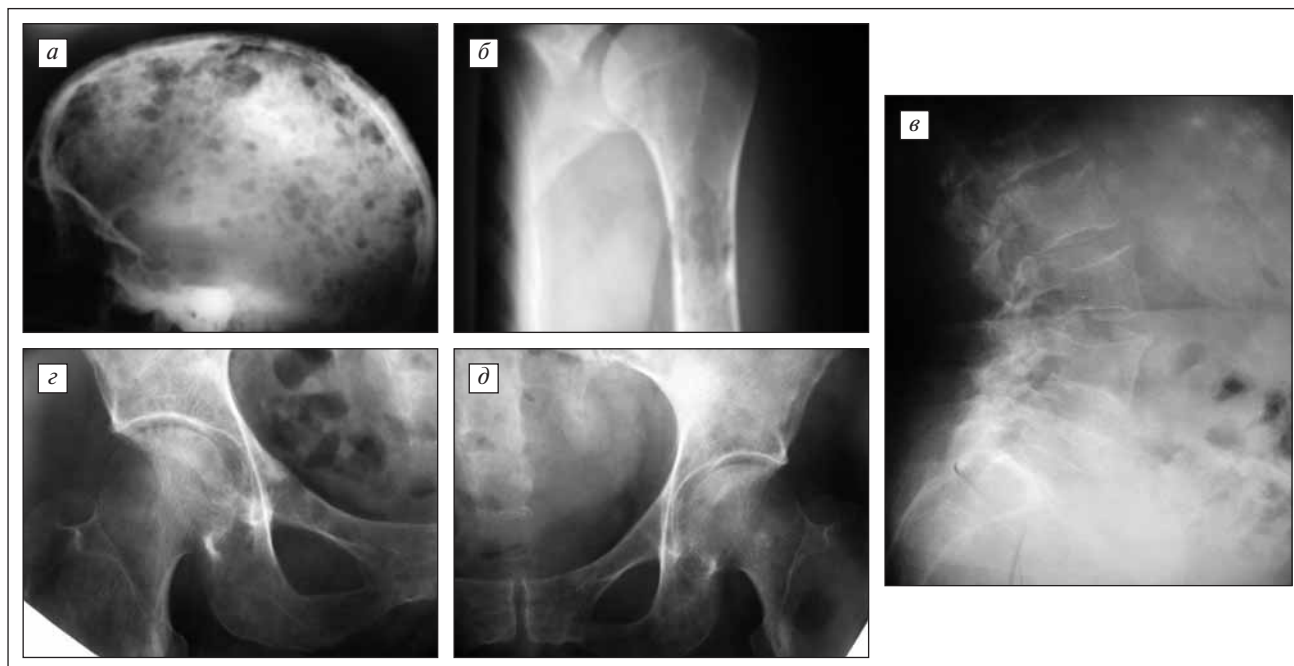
Рентгенограммы костей скелета: а — множественные очаги деструкции костей черепа размерами от 2 до 22 мм; б — очаг деструкции в области хирургической шейки левой плечевой кости; в — компрессионные переломы тел I, III, V поясничных позвонков; г — правый тазобедренный сустав — очаг деструкции в области большого вертела, остеопороз; д — левый тазобедренный сустав — очаги деструкции, остеопороз
